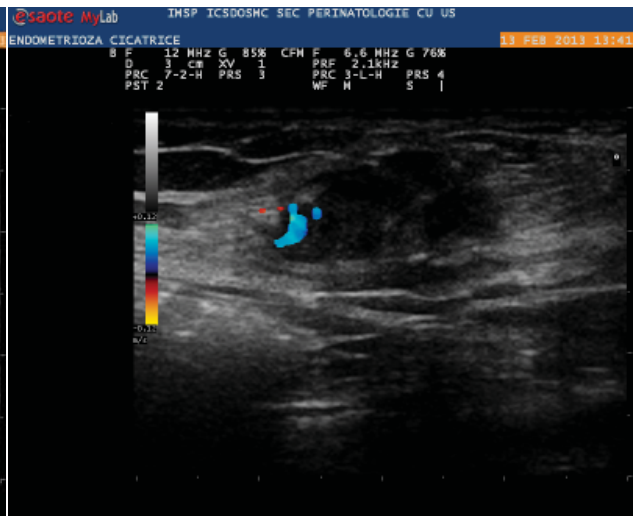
Dopplerografia: vascularizare la periferie
